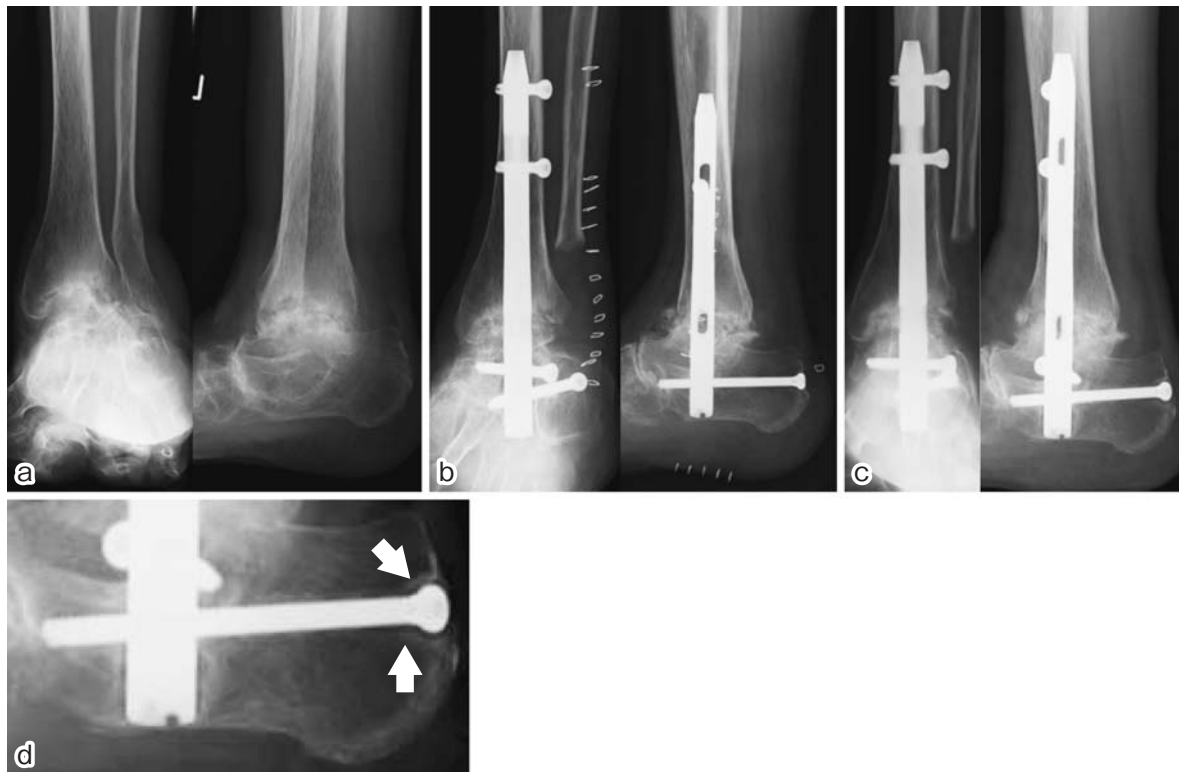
症例3 61歳，女性．術前，術後の単純X線像
